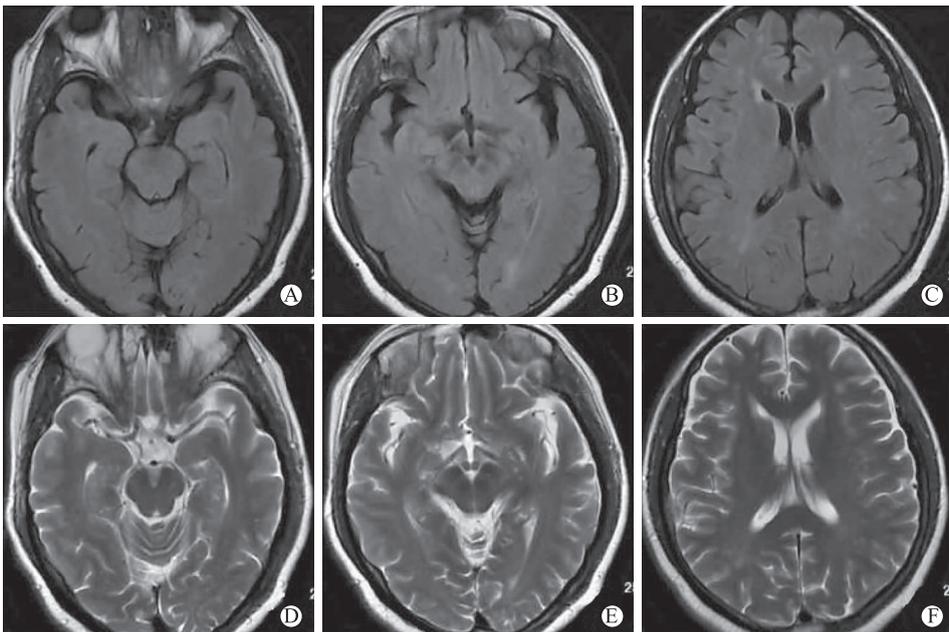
2023 年 2 月 8 日头颅磁共振-FLAIR 像示散在高信号减少(A-C);T₂像高信号消失(D-F)
